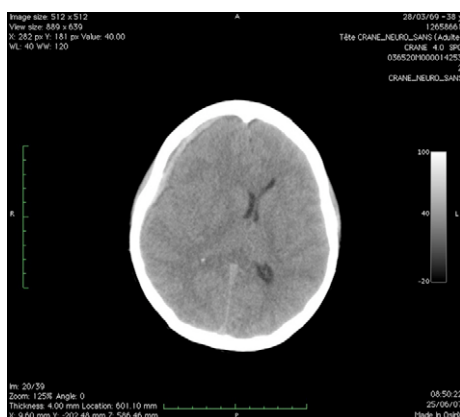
TDM sans injection. Hématome sous-dural sub-aigu : hypersignal spontané en demi-lune suivant la convexité associée à une chronicisation partielle périphérique et un important effet de masse.
